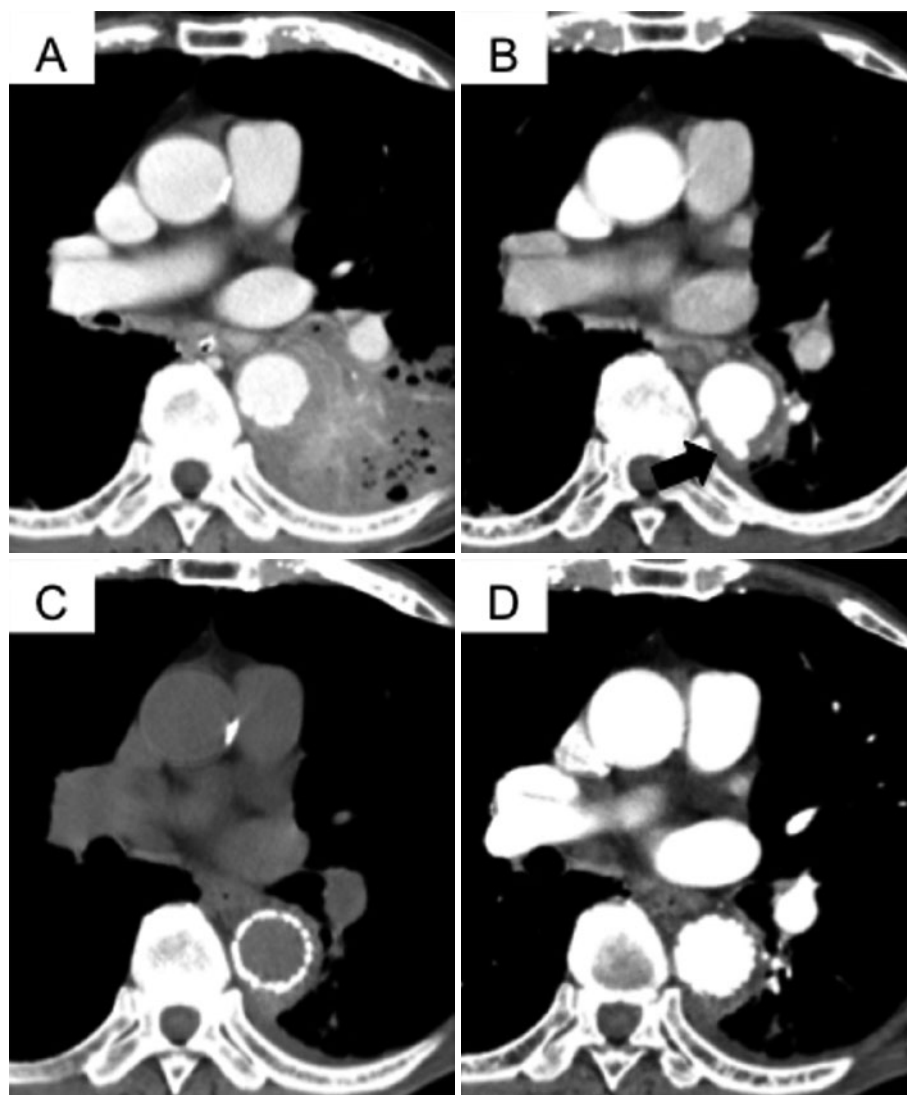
第8胸椎レベルの胸部CT (A, B, D: 造影CT, C: 単純CT) の時系列画像。(A) 入院時。(B) 第33病日。(C, D) 第44病日(ステントグラフト挿入後)。入院時に動脈瘤は指摘できないが、第33病日において径7mm大の背側に突出する嚢状動脈瘤を認める。ステントグラフト挿入後、Dの動脈相において動脈瘤は消失している。
